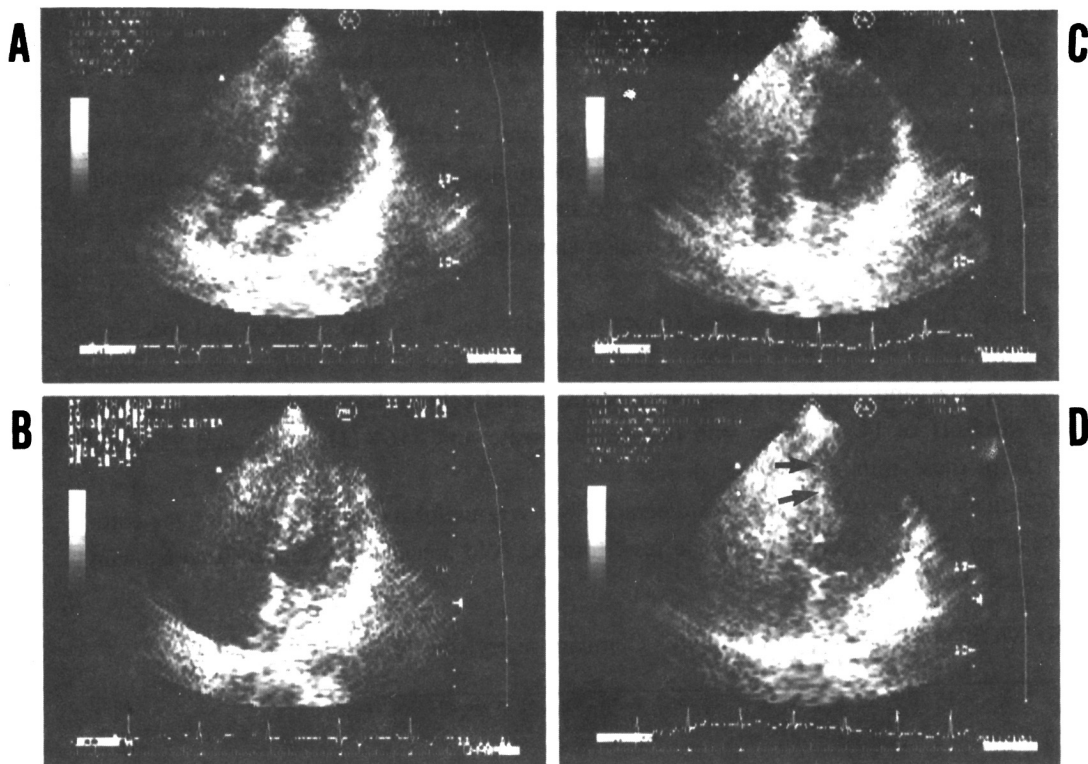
Exercise echocardiography : Apical 4-chamber view pre-exercise diastole(A) and systole(B) post-exercise diastole(C) and systole(D) there is a wall motion abnormality on the apicoseptal area of left ventricle(arrow).
